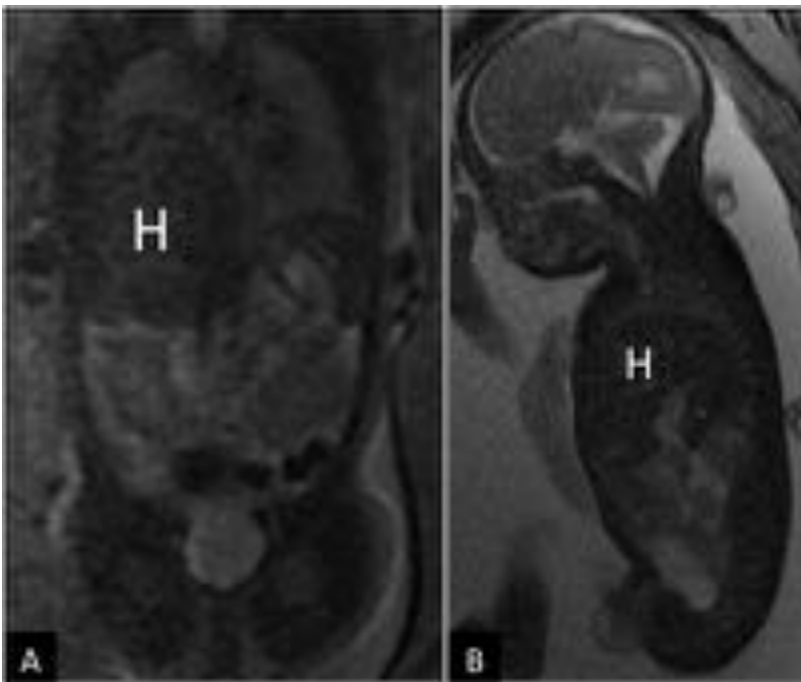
Eventración/paresia diafragmática derecha en RM fetal realizada en la 28 semana de gestación. A. Coronal T2 SSFSE y B. Sagital T2 FIESTA. El hígado (H) y demás estructuras abdominales conservan su morfología normal. Este caso plantea diagnóstico diferencial con una hernia diafragmática derecha tipo "liver up".
